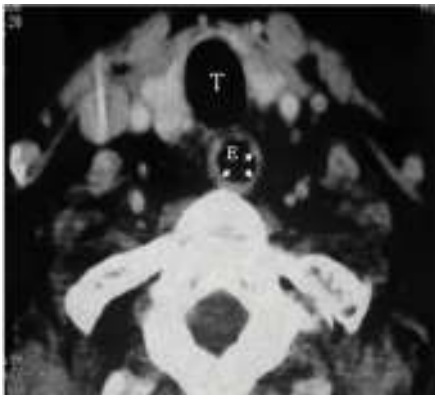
TC cervical. Dilatação esofágica a montante. T – traqueia; E – esófago
